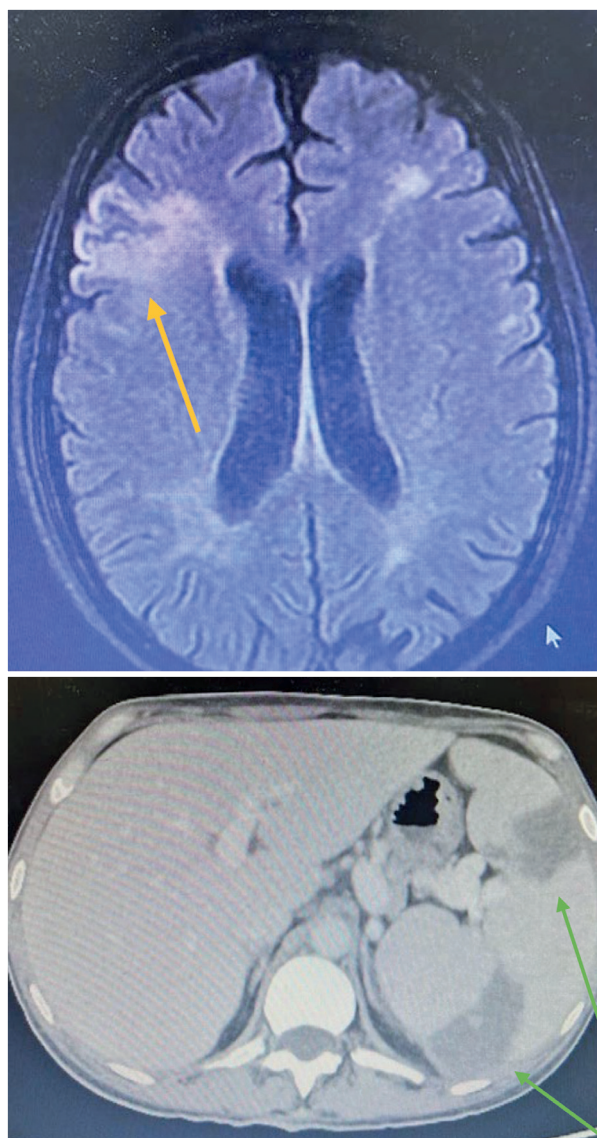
Ressonância magnética de crânio com contraste evidenciando a presença de hipossinal em sequência de registros de gradiente em região frontal em hemisfério cerebral direito (ponta da seta de cor amarela), sugestivos de isquemia sequelar - imagem à direita. Tomografia de abdome com contraste apresentando baço aumentado de volume de formato globoso com imagem de baixa densidade sem realce após contraste (ponta da seta de cor verde), podendo corresponder a zona de infarto prévio - imagem à esquerda.
